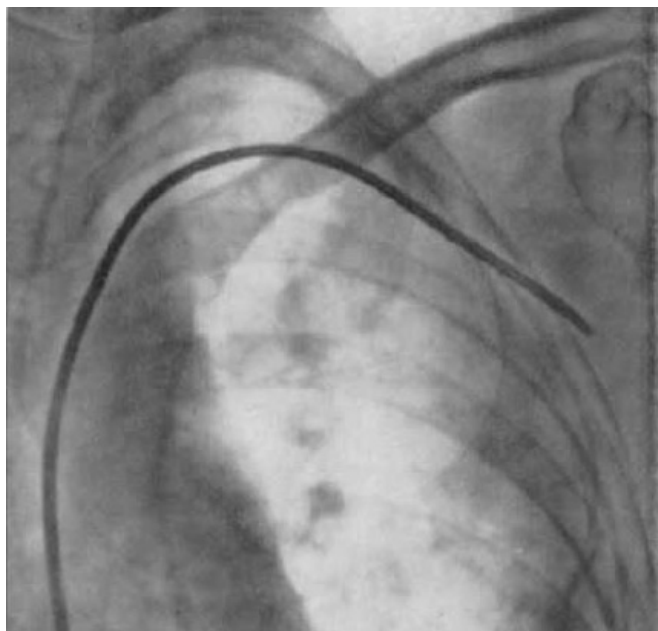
経皮的左大腿動脈穿刺により, X線透視下にカテーテルを左上腕動脈に挿入.
